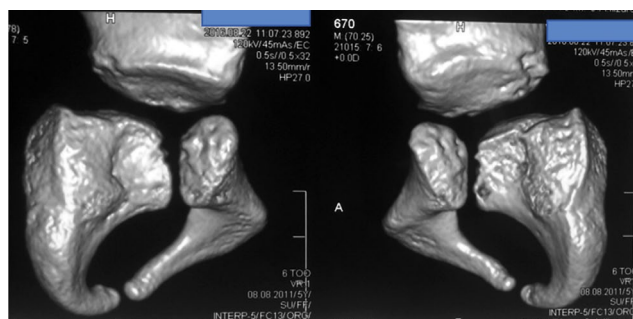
Рентгенограмма таза и компьютерная томограмма пациентки В. до лечения: 3D-реконструкция впадин (правая и левая), показывающая в сравнительном аспекте степень левосторонней ацетабулярной дисплазии.
